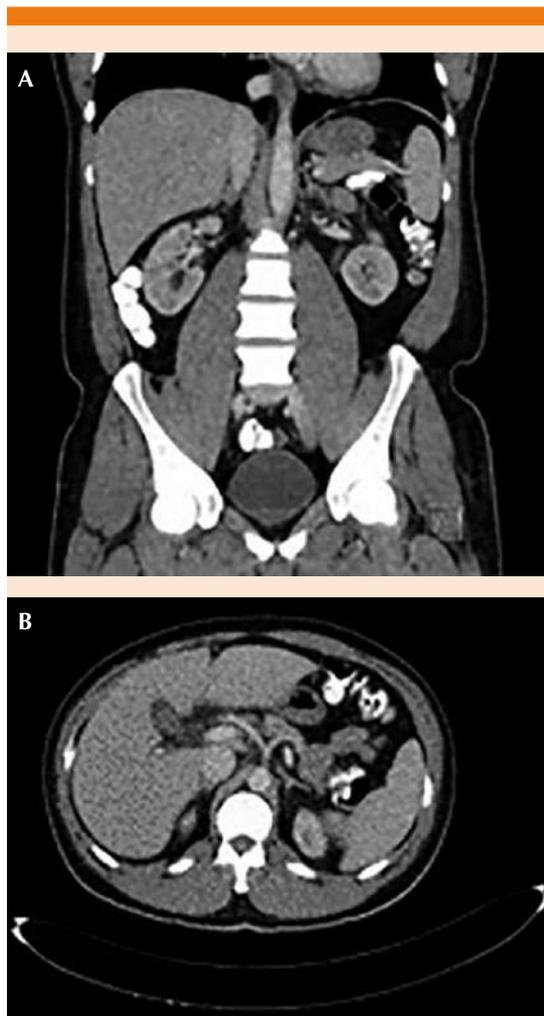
Tomografía contrastada de alta resolución de abdomen en rangos de normalidad en corte coronal (A) y corte axial a nivel de L1 (B).
